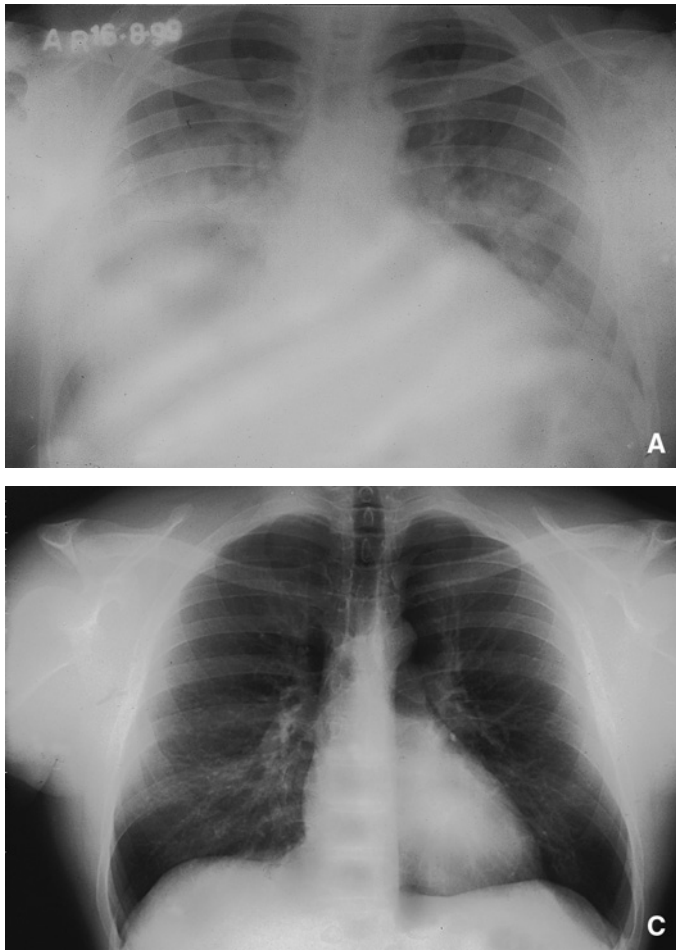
Radiographies pulmonaires d'un jeune homme présentant un œdème pulmonaire de haute altitude lors d'un trekking au Ladakh (4500 m).
